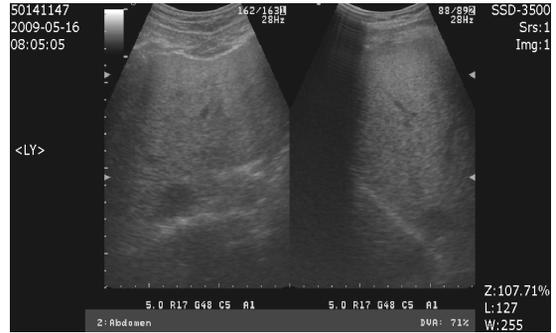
The Sonography of NAFLD at 2009.5.16
